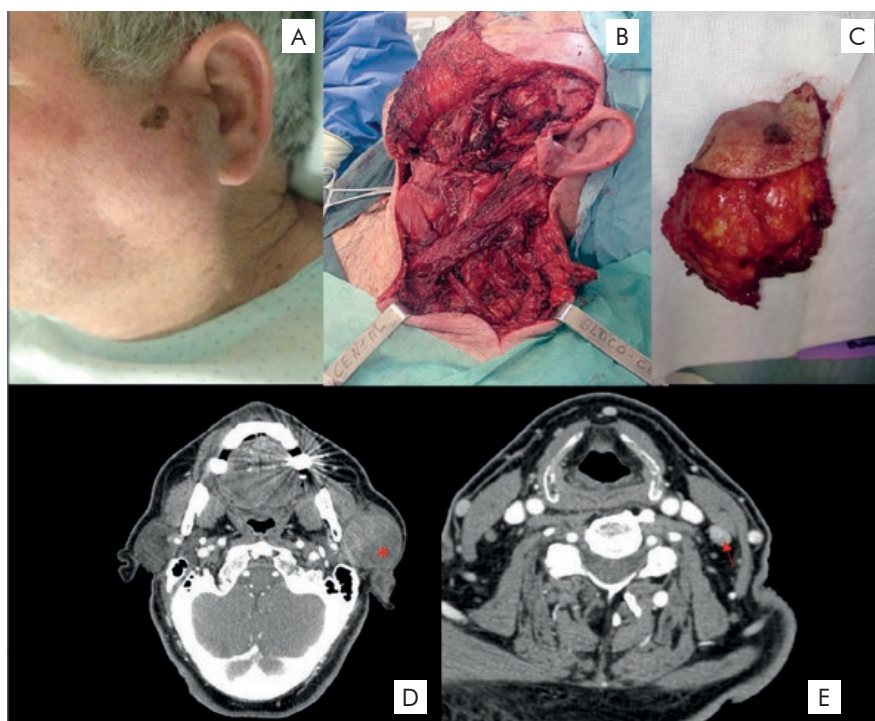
Caso de melanoma maligno com metástases parotídeas e cervicais de melanoma maligno. Aspecto clínico (A). Cirurgia de excisão do tumor, parotidectomia e disseção cervical radical modificada tipo III (B). Aspecto da peça operatória (C). Cortes axiais de tomografia computadorizada (D, E) sendo visíveis as metástases parotídeas (asterisco) e no território linfático cervical (seta).
